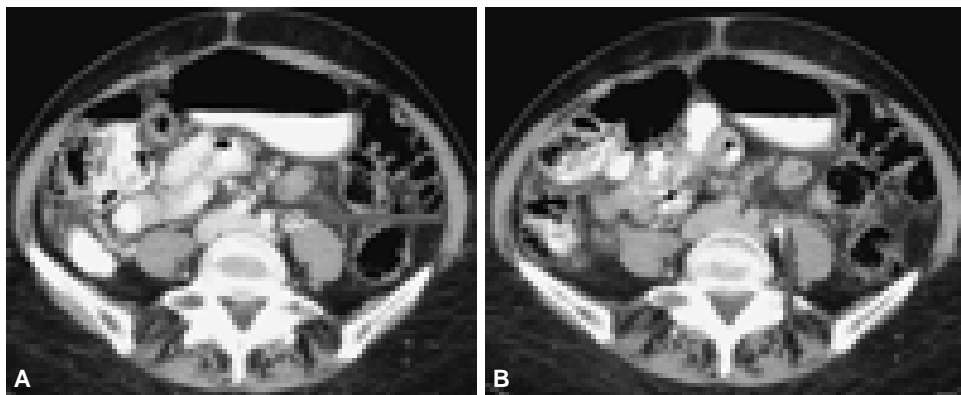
Caso 18. Femenino de 67 años, con antecedente de hepatopatía y síndrome doloroso abdominal a la que se le realiza estudio de TC demostrándose en forma incidental el defecto de llenado parcial, no obstructivo localizado en la confluencia porto esplénica con extensión a la vena mesentérica superior, también no obstructivo.
